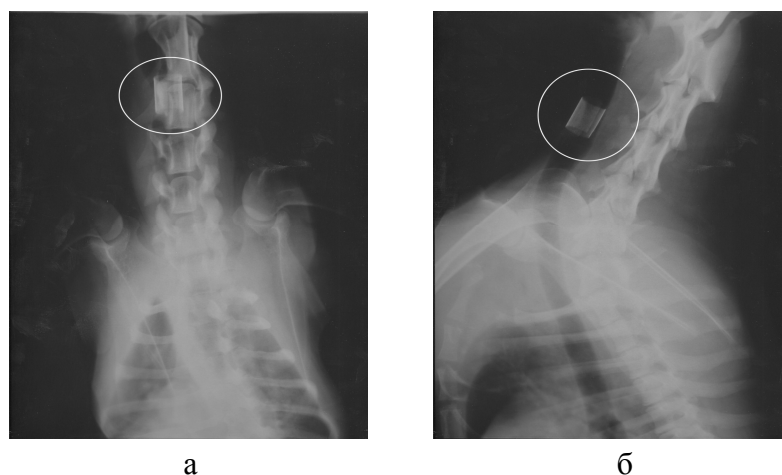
Рентгенограмма органов грудной клетки и шеи на 3-и сут после операции: а – прямая проекция; б – боковая проекция. Обведена тень имплантата
